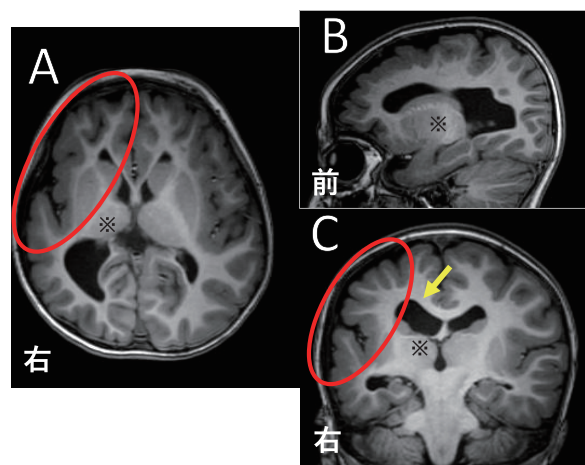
術前頭部MRI画像。A：水平断。B：矢状断。C：冠状断。右側脳室の拡大の所見(矢印)。赤丸は皮質の肥厚の所見を認めるところ。※は視床。
